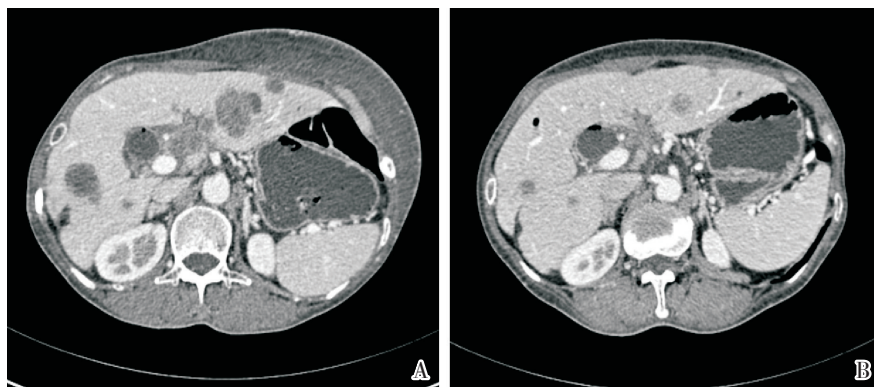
胰腺癌患者经过 12 周期 mFOLFIRINOX 方案化疗前 (A) 后 (B) 的 CT 图像
